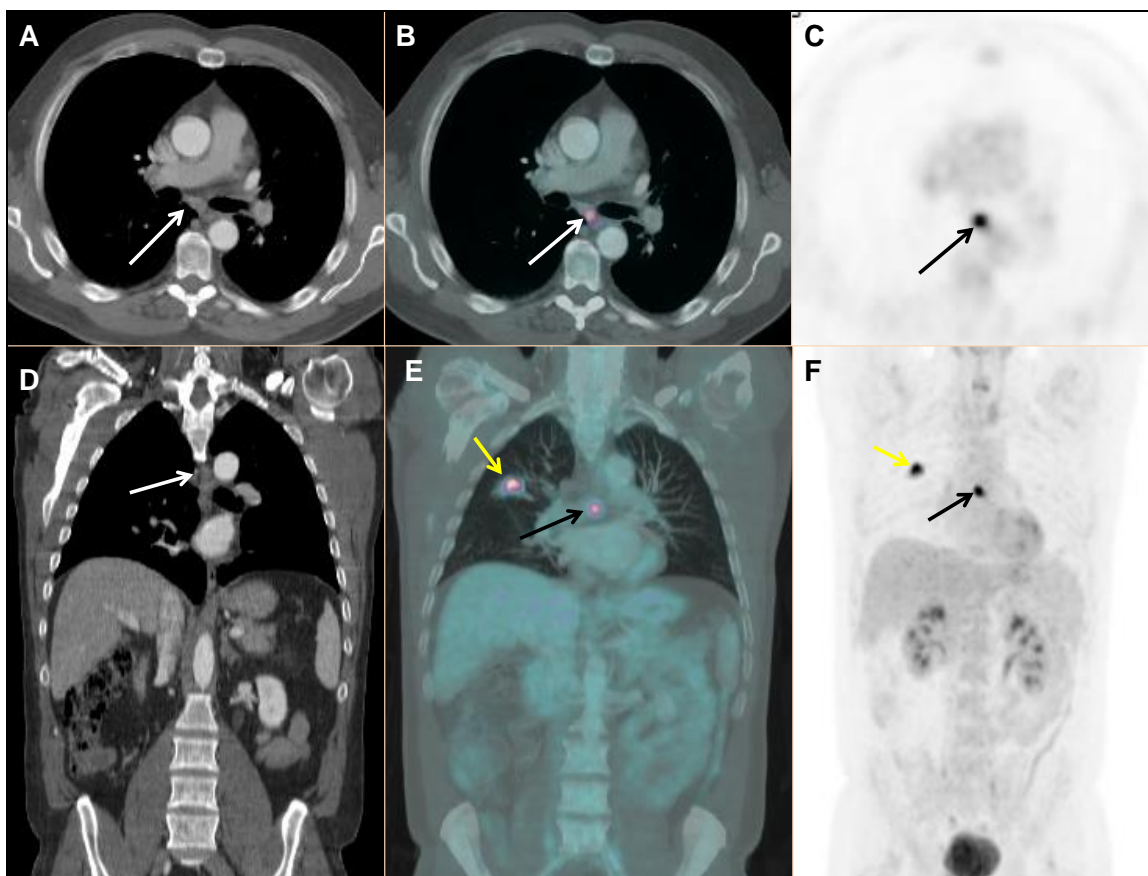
Varón de 56 años con adenocarcinoma poco diferenciado de pulmón. Caso verdadero positivo. PET-TAC de estadificación: imágenes A, B y C, en el plano axial donde se visualiza una adenopatía subcarinal menor de 1 cm que capta en la PET con $\text{SUV}_{\text{máx}}$ 12,1 (flechas); imágenes D, E y F, en el plano coronal que muestran el tumor primario en el LSD (flechas amarillas) y la adenopatía subcarinal (flechas blancas y negras). En la anatomía patológica se encontró infiltración metastásica en el ganglio subcarinal.
